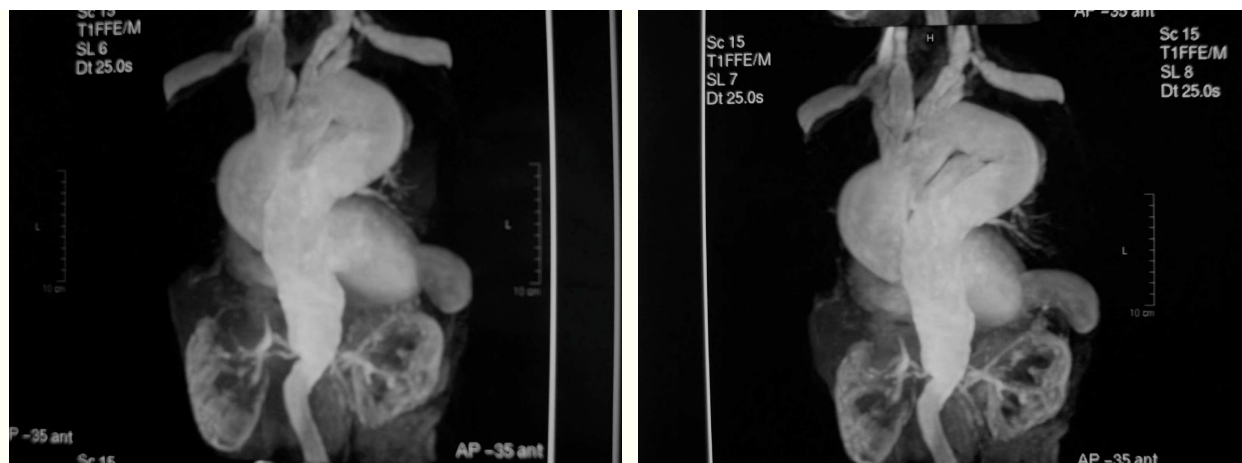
Angio-RMN que muestra dilatación aórtica hasta bifurcación de ambas arterias renales.
